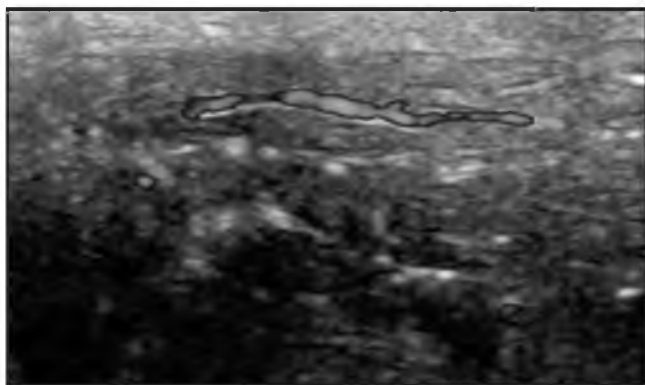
То же наблюдение. Гамартома молочной железы. УЗИ в режиме доплерографии: определяется единственный внутривузловой сосуд.
